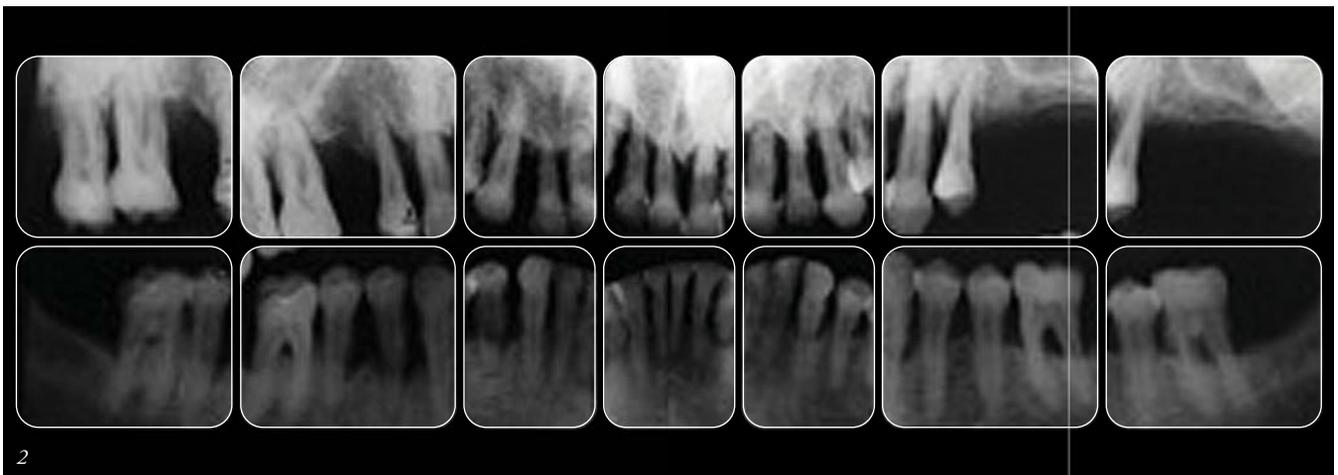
Año 1999. Radiografía seriada periapical 17 años después del preoperatorio.
